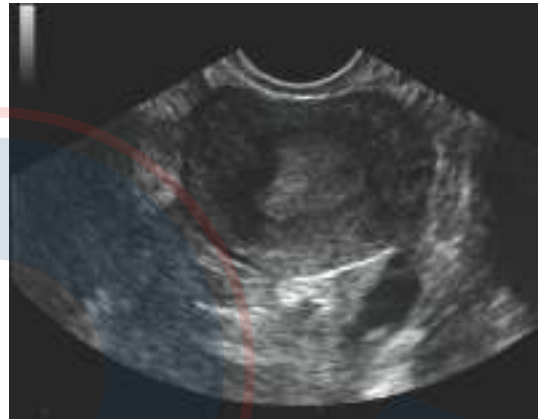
Útero unicorne evaluado con ecografía TV transversal.
